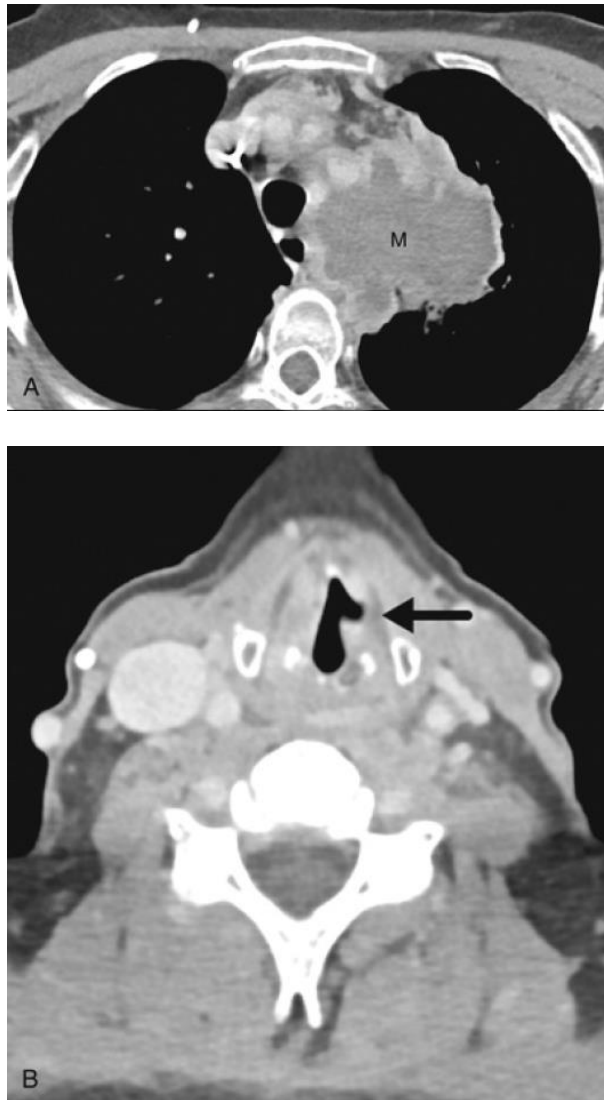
Left true vocal cord paralysis secondary to squamous cell carcinoma. (A) Computed tomography (CT) of the chest shows a large cyst mass in the left upper lobe that abuts the aortic arch and extends along the expected course of the left recurrent laryngeal nerve. (B) CT of the neck at the level of the true vocal cords demonstrates a medial position of the posterior vocal cord margin along with dilatation of the ipsilateral laryngeal ventricle (*arrow*).
